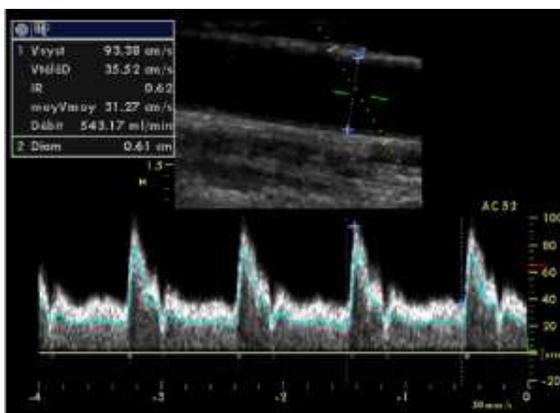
Analyse du signal Doppler sous la forme d'un graphique spectral.
